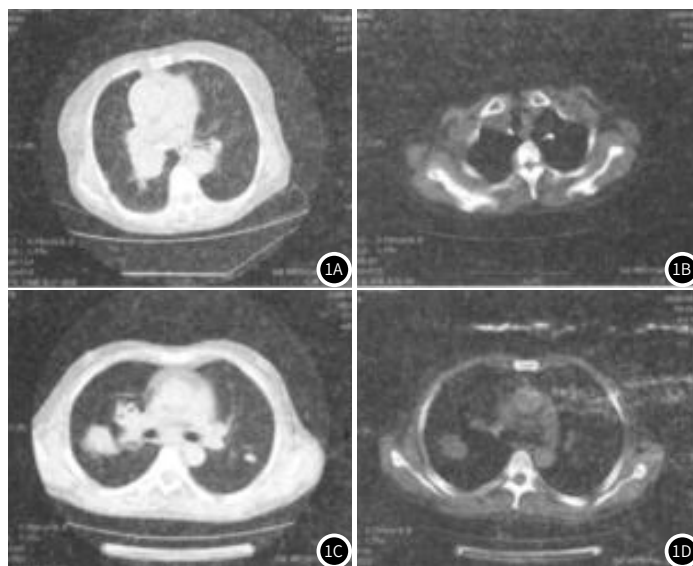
肺结核合并肺癌CT图。图1A: 右肺出现团状阴影;图1B: 周围可见晕征及阻塞性炎症;图1C: 左上肺条索影,边界清晰;图1D: 出现钙化征象。
